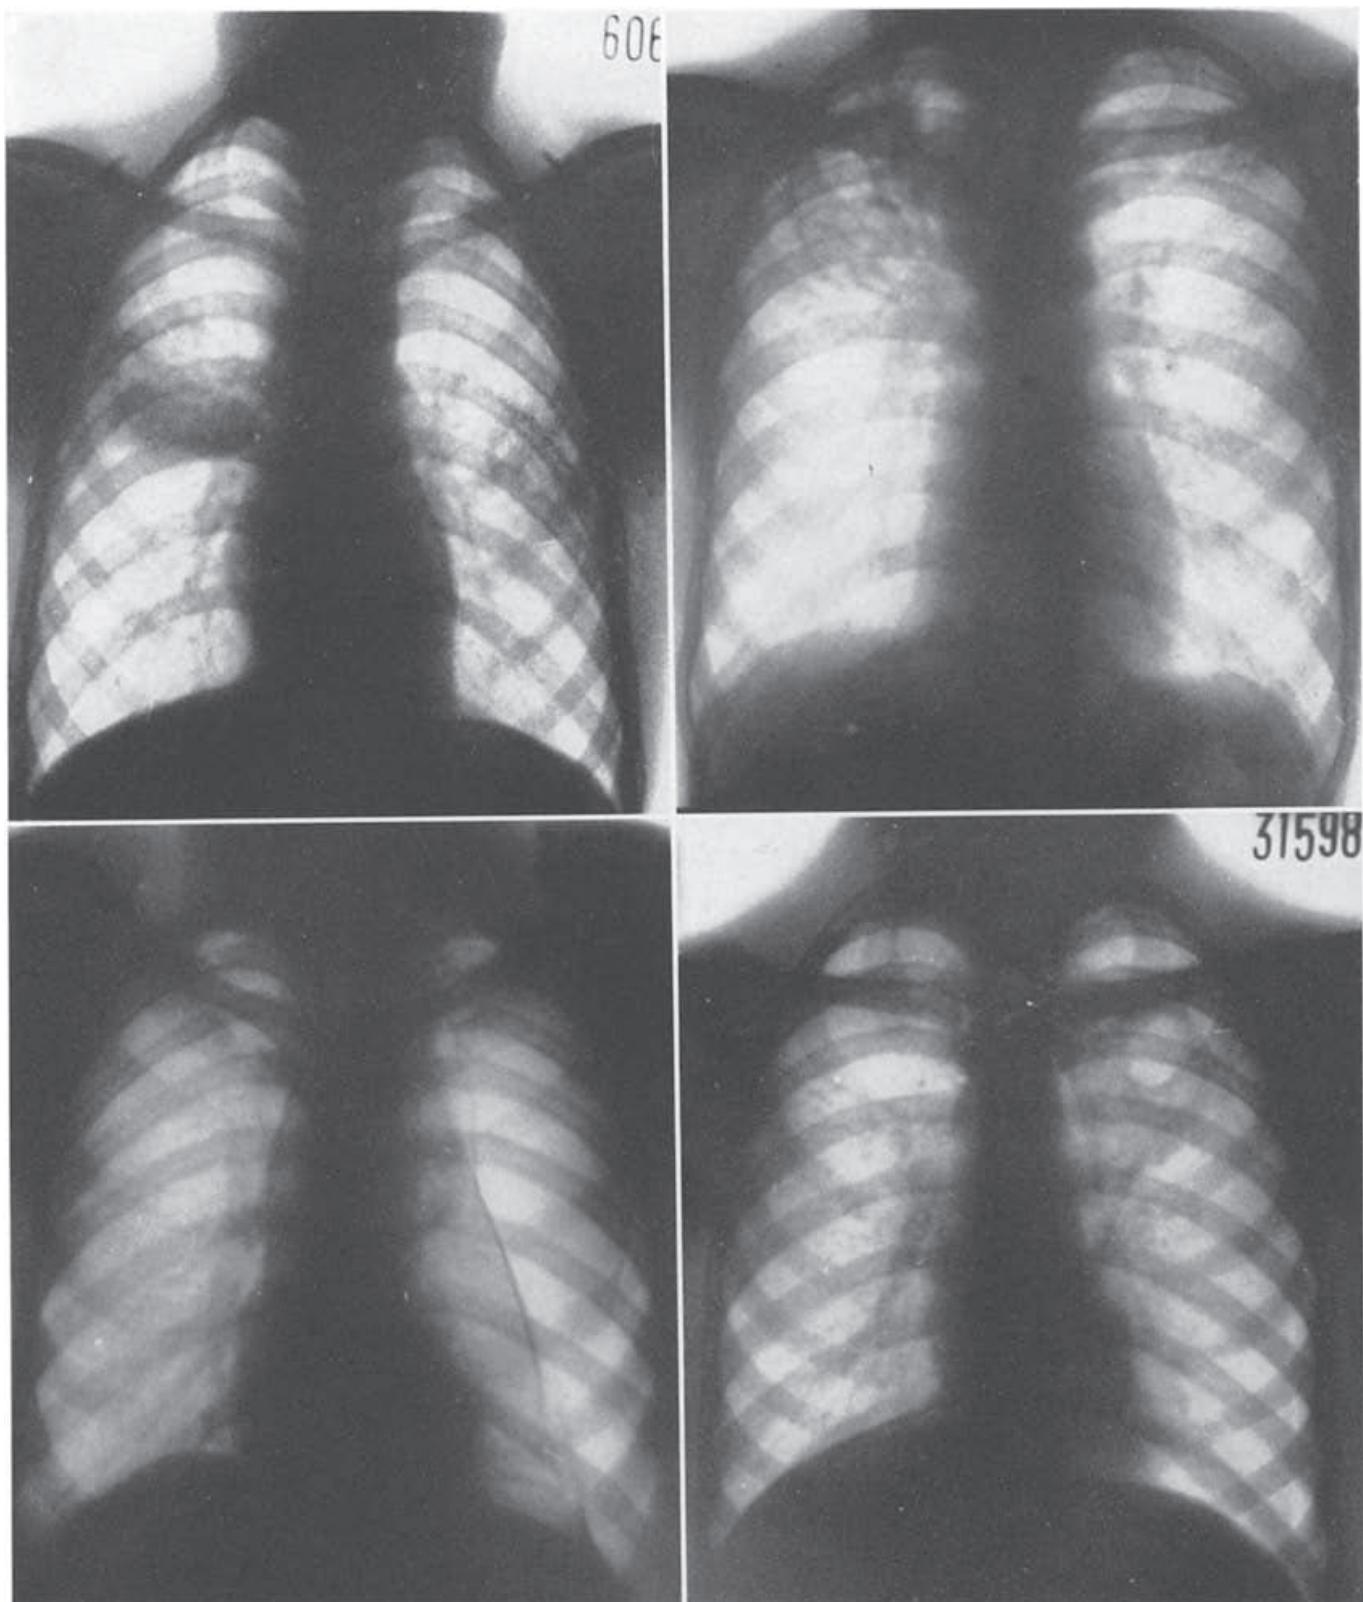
(左上). X線透視撮影(拡大). 右小葉間裂に浸潤陰影. 左肺門と肋骨縁の間に小さな空洞がある.
